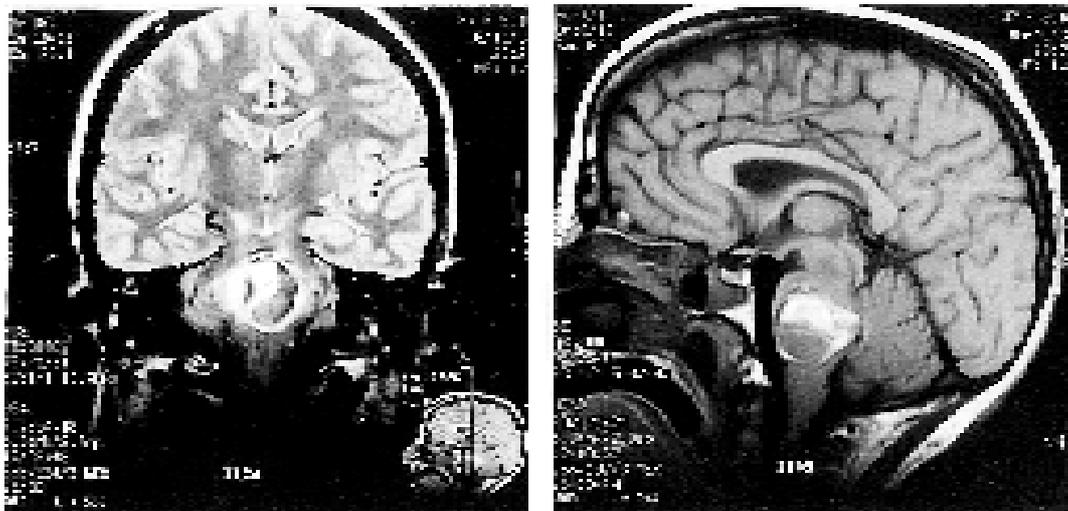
Caso 4. RM preoperatoria, con cortes coronal (izquierda) y sagital (derecha). Gran angioma cavernoso, con hemorragia reciente, que ocupa toda la protuberancia y protruye en cuarto ventrículo.
